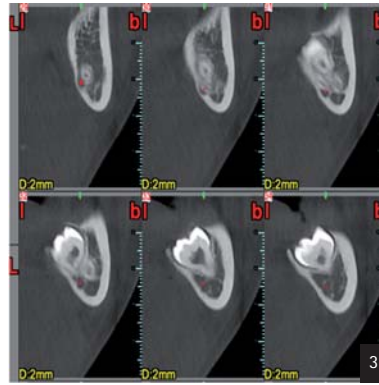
OCT-Röntgenaufnahme, per Phosphor-CT. – Abb. 2: CT-Aufnahme mit Dentalscan zur Bewertung der Form des N. alveolaris inferior sowie der Wurzelmorphologie. – Abb. 3: Lokalisierung des Nervs in Höhe der Wurzel per CT.
